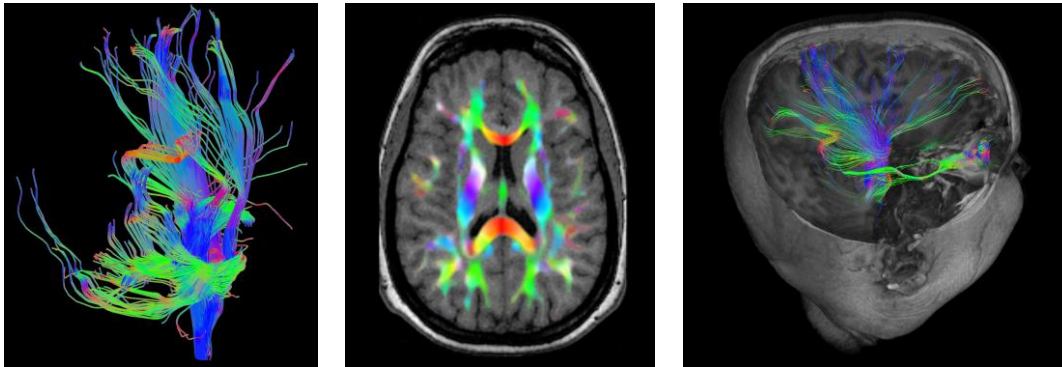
Faserbahnen eines menschlichen Gehirns (links). Farbkodierte fraktionale Anisotropie (FA)-Karte (Mitte). In den dreidimensionalen MRT-Datensatz eingeblenete Faserbahnen (rechts) [5]
